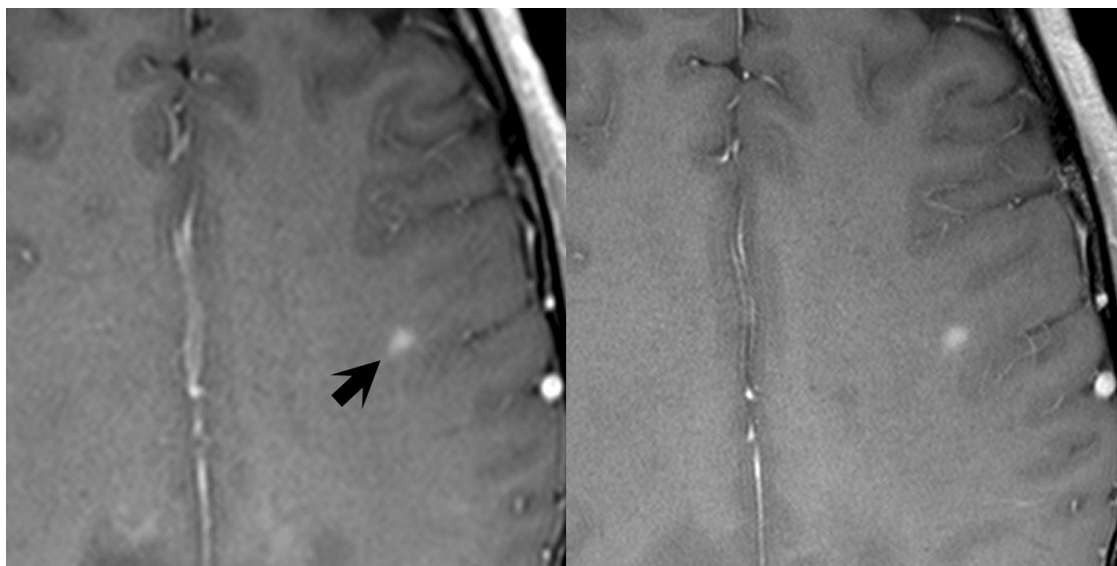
Зображення МРТ до та після зменшення пікселю [18]
